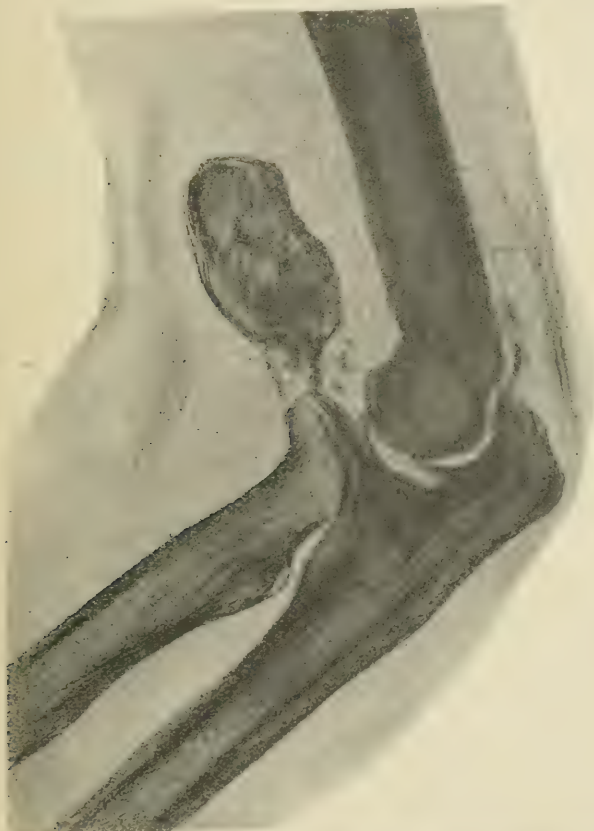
Ostéome consécutif à une luxation du coude radiographie.
